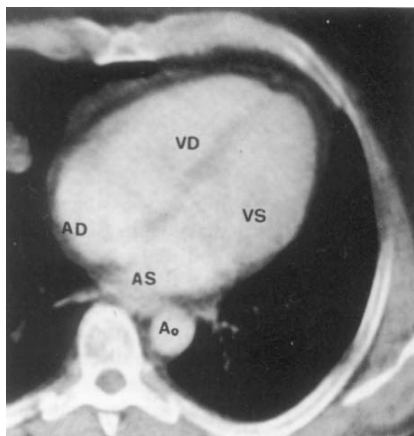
Angiocardiografia CT
